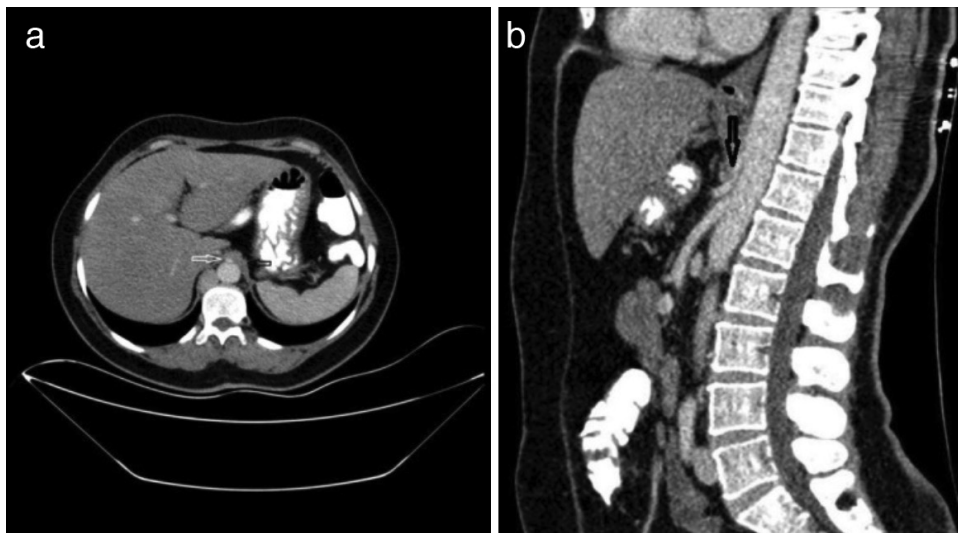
Axial (a) and sagittal (b) images of contrast-enhanced CT of the abdomen shows median arcuate ligament compressing the celiac artery
